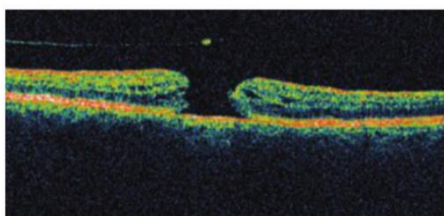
La tomografia a coerenza ottica mostra edema retinico ai margini del foro maculare e l'opercolo che giace nella faccia ialoidea posteriore, che è staccata.
